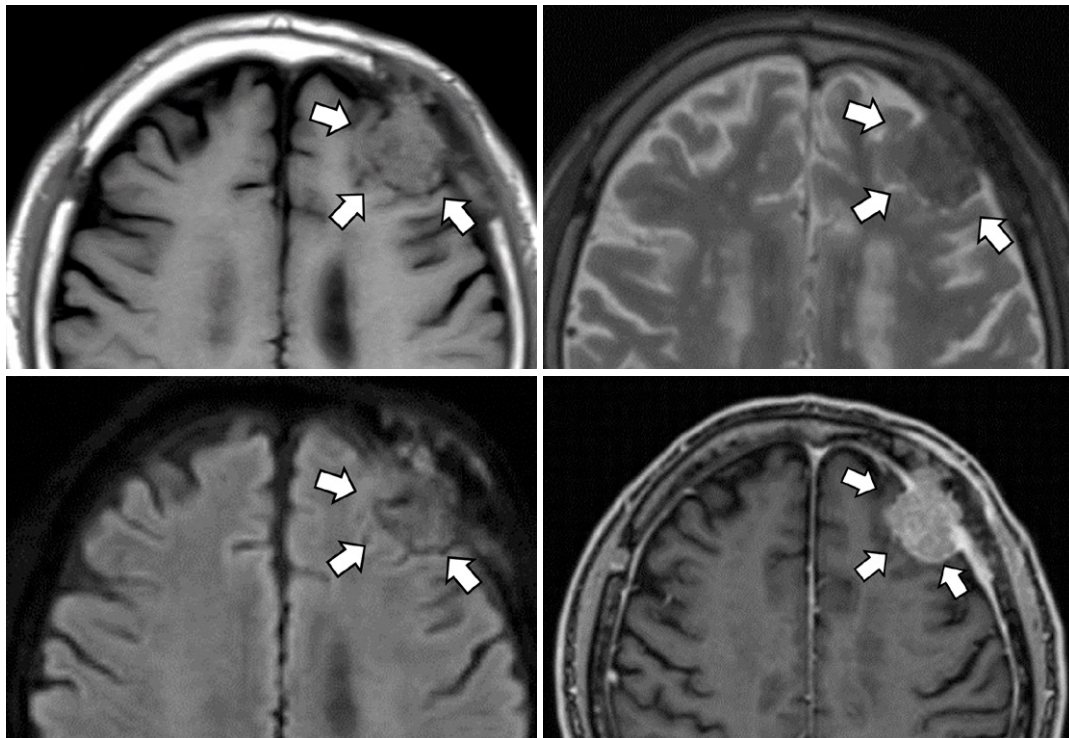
A lobulated mass lesion is located in the left frontal dura mater and frontal bone. The mass shows iso-intensity on T1-weighted imaging (a), low intensity on T2-weighted imaging (b), and iso-intensity on diffusion-weighted imaging (DWI) ($b=1000\text{mm}^2/\text{s}$) (c) compared to the gray matter of the brain, and the mean ADC value is $0.9 \times 10^{-3}\text{mm}^2/\text{s}$. The mass has a relatively uniform contrast effect (d). There is no edematous change in the brain parenchyma.
